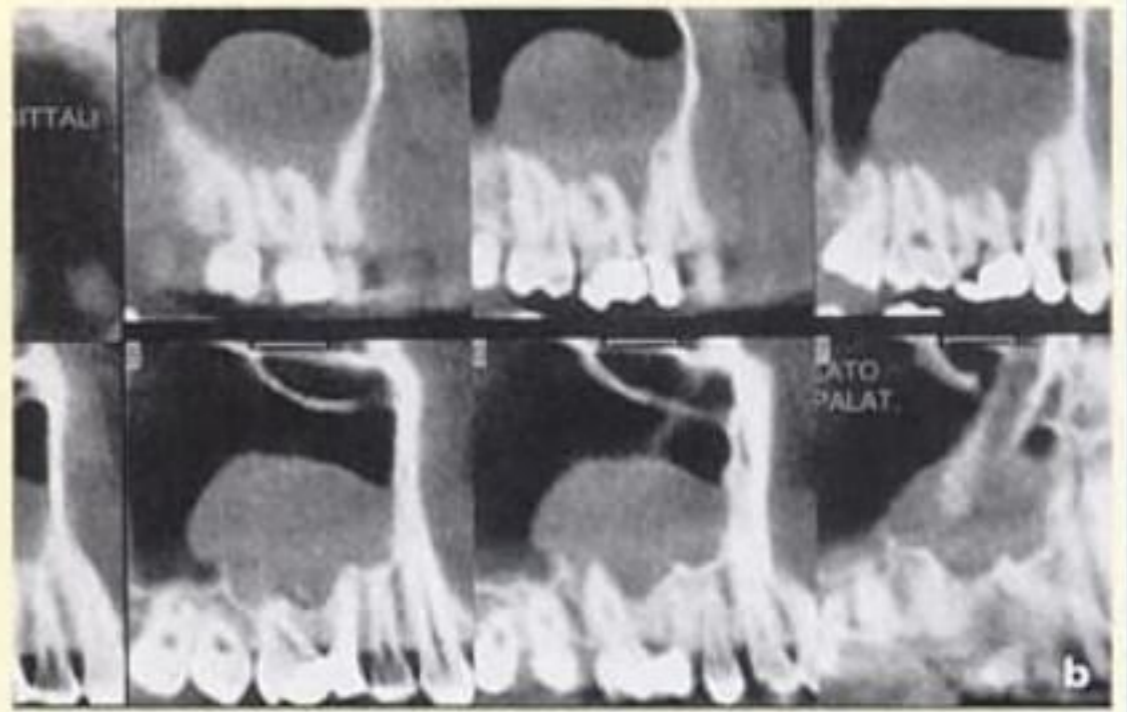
Quiste sinusal originado por una infección periapical del 15: a) radiografía panorámica que evidencia la típica imagen de «sol levante» en el seno del 15, el 16 y el 17; b) tomografía computarizada; c) exposición del quiste; d) enucleación; e) apicectomía del 15 y obturación retrógrada de los dos conductos; f) sutura; g) curación y revisión radiológica a los 12 meses.
